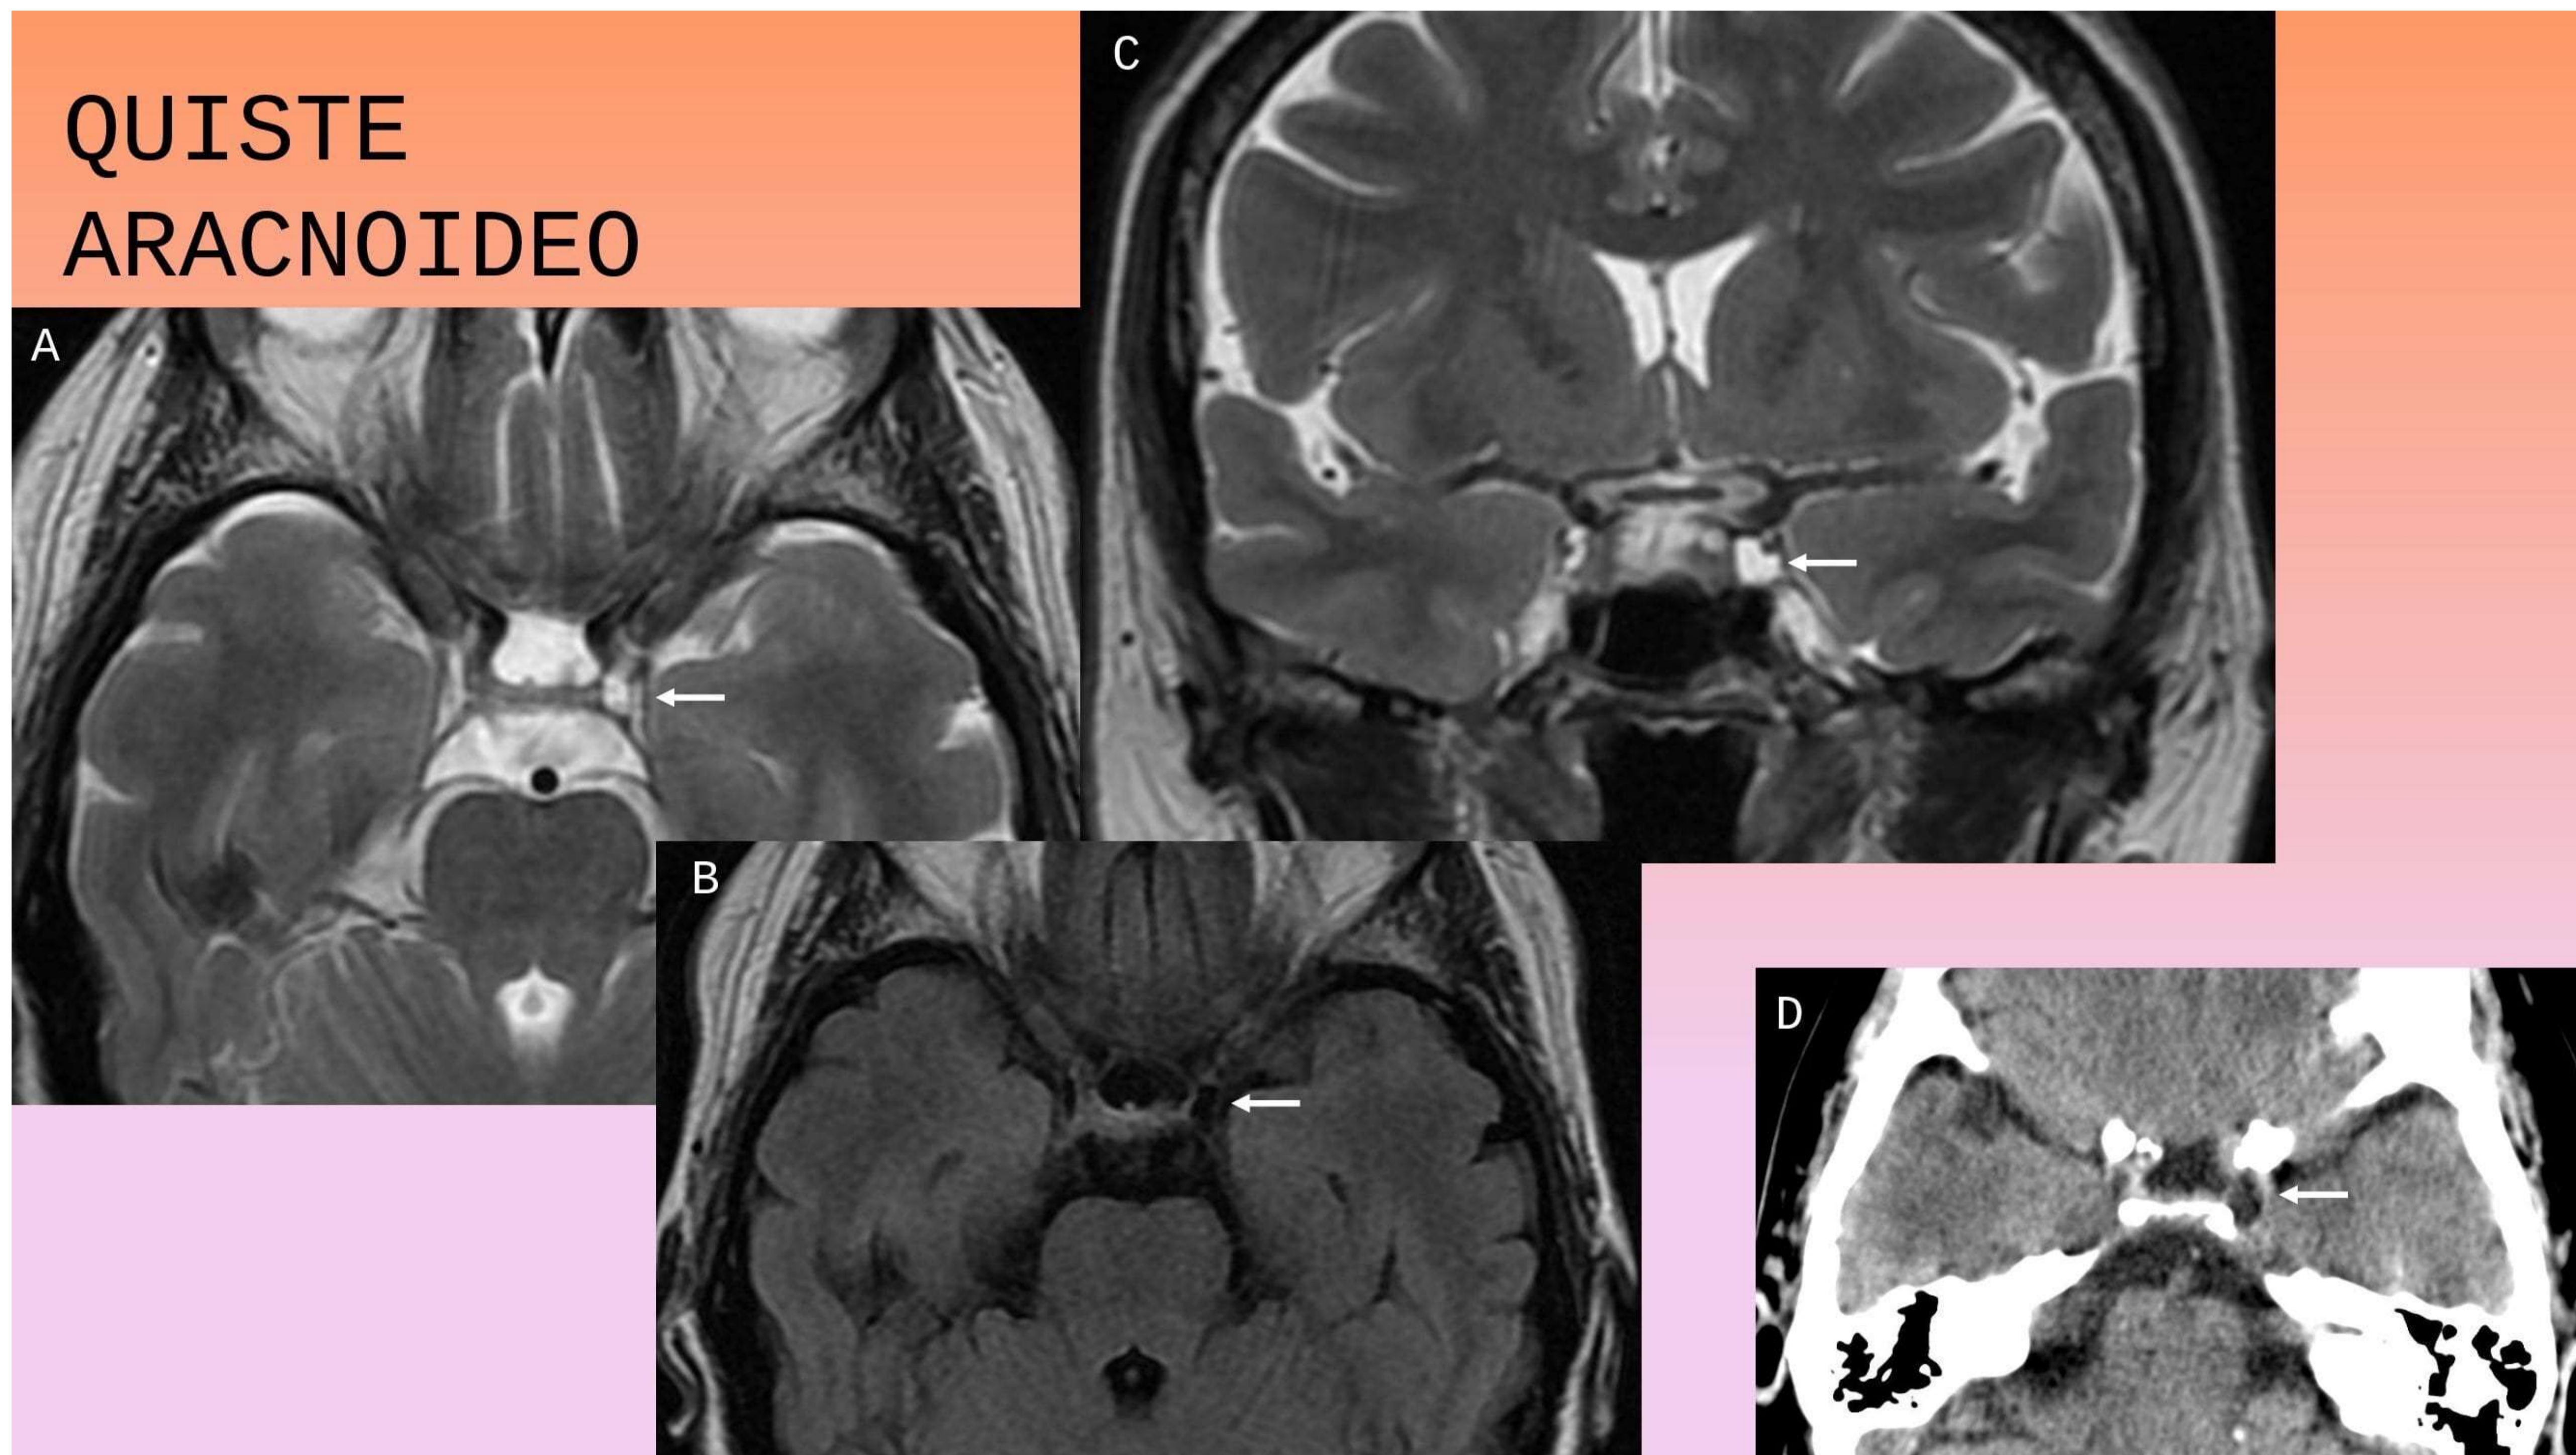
Pequeña imagen quística en SC izquierdo con señal similar al LCR en todas las secuencias de RM (A, SE T2; B, FLAIR T2; C, STIR) y atenuación líquida en TAC (D) compatible con quiste aracnoideo.
